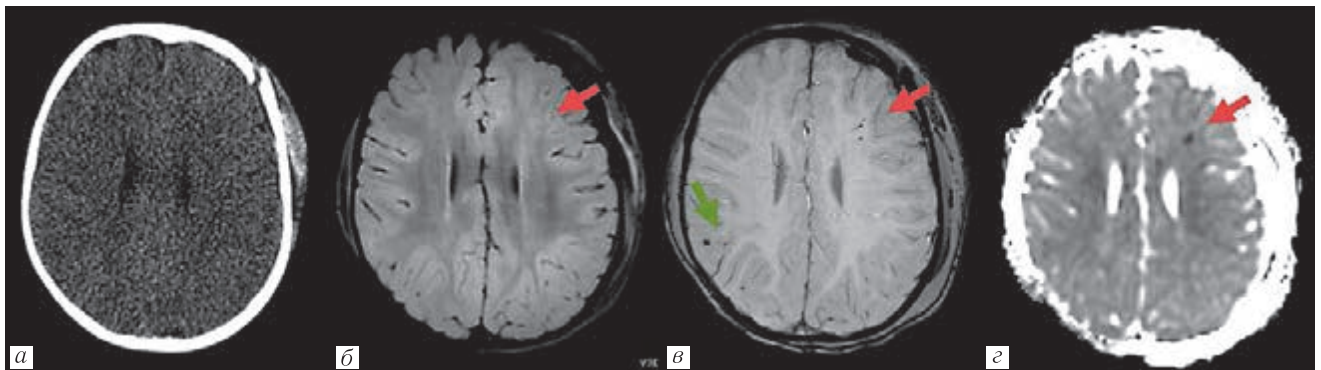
М., 1 год 6 мес. Вторые сутки после получения травмы. Оскольчатый перелом лобной кости слева со смещением. Массивная подпапневротическая гематома левой лобно-теменно-височной области. Две эпидуральные гематомы левой лобной области. Умеренный диффузный отек вещества головного мозга. Очаги диффузного аксонального повреждения в левой лобной и правой теменной долях (ДАП I). Аксиальные срезы: а — КТ; б — МРТ FLAIR; в — МРТ SWI; г — ADC-карта. Очаги диффузного аксонального повреждения (красная стрелка) в левой лобной доле, гиперинтенсивные на FLAIR (б), гипоинтенсивные на SWI (в) и ADC-карте (г), не определяющиеся при КТ. На SWI в правой теменной доле выявляется гипоинтенсивный очаг диффузного аксонального повреждения (зеленая стрелка), не определявшийся на изображениях, полученных в других импульсных последовательностях
